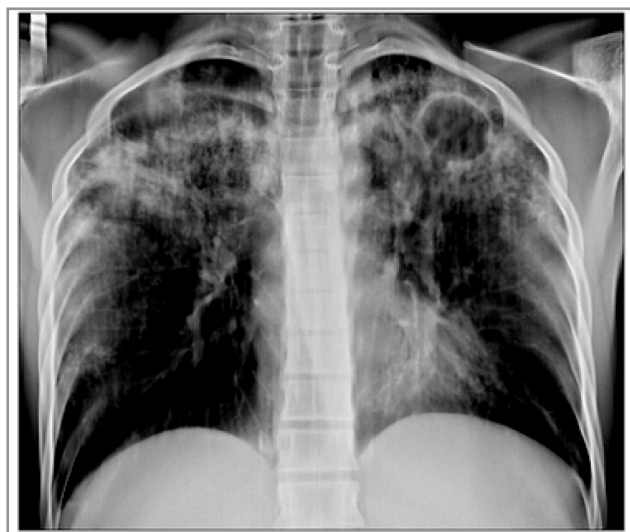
Томограмма лёгких при поступлении: верхняя доля справа изменения очагово-инфильтративного характера, слева — полиморфные очаговые тени средней интенсивности.
